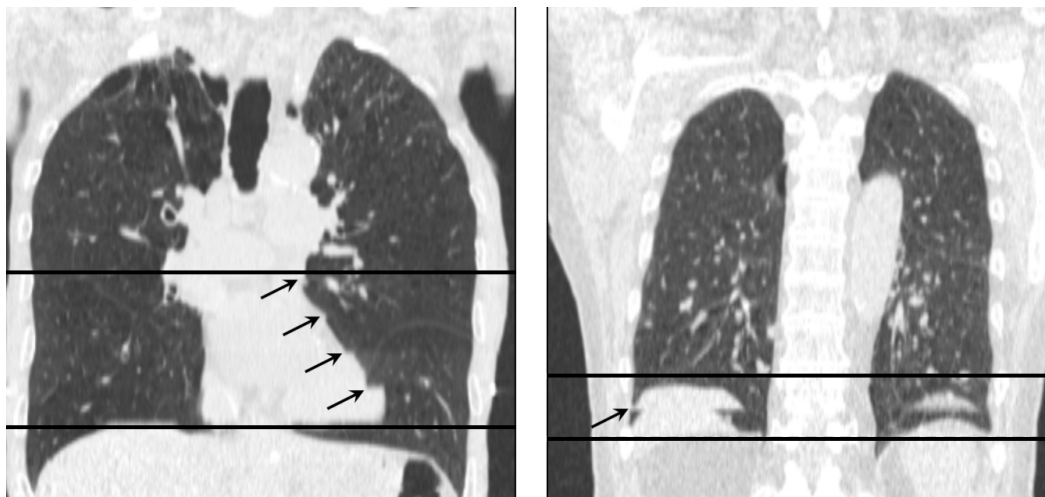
Артефакты изображений полученные при проведении процедуры КТ совместно с системой синхронизации по дыханию [3]
